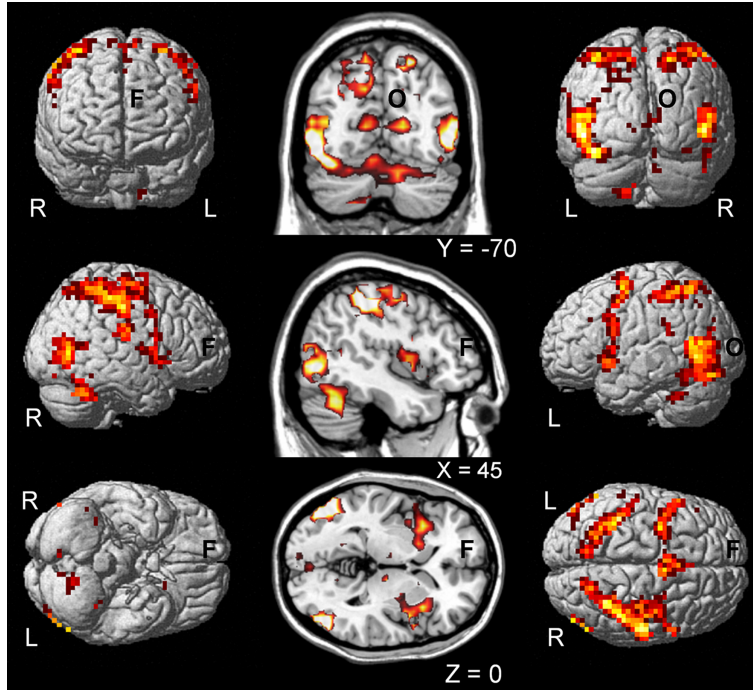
Imágenes de Resonancia magnética funcional mostrando las regiones de alto consumo de oxígeno en el cerebro que están asociadas a alta actividad neuronal.
